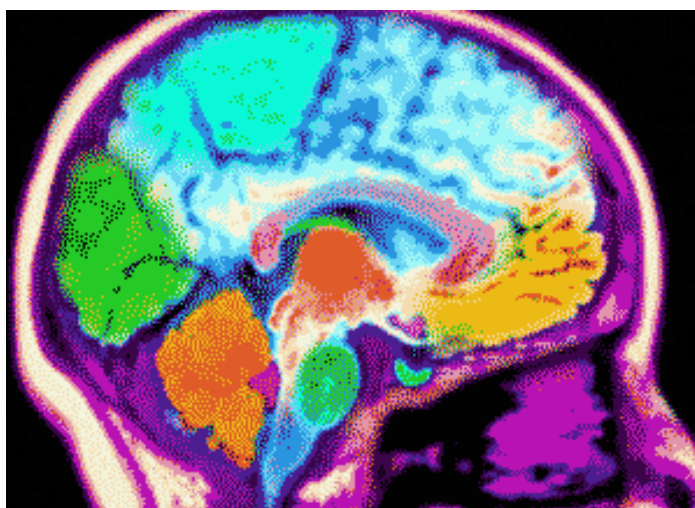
Фотография МРТ головного мозга
